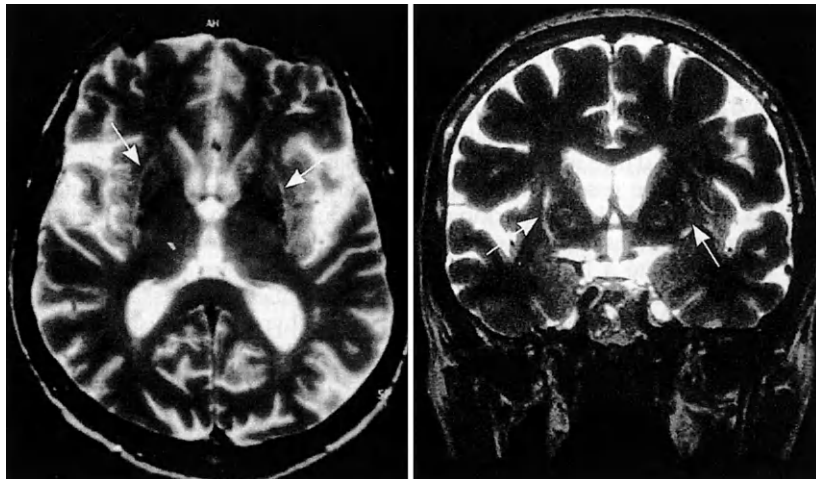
IRM encéphalique, séquence T2.
